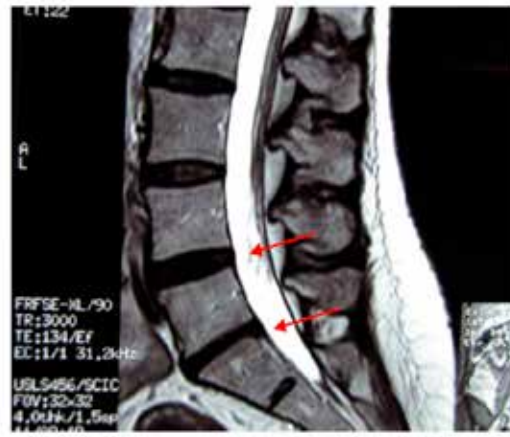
MRI post tratamiento caso 1
